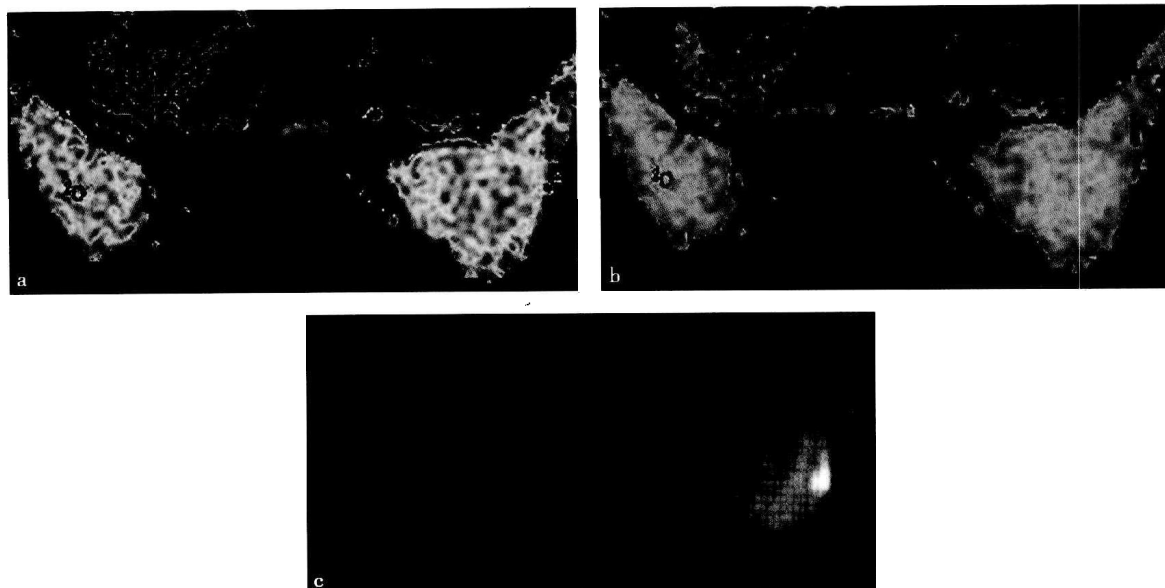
ADC、eADC 及 DWI 图
